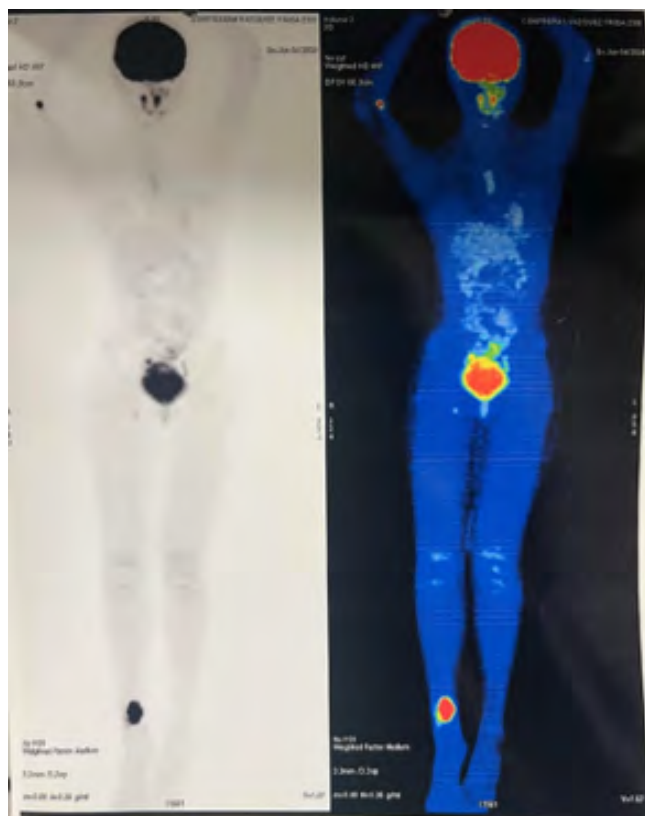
Tomografía por emisión de positrones.
